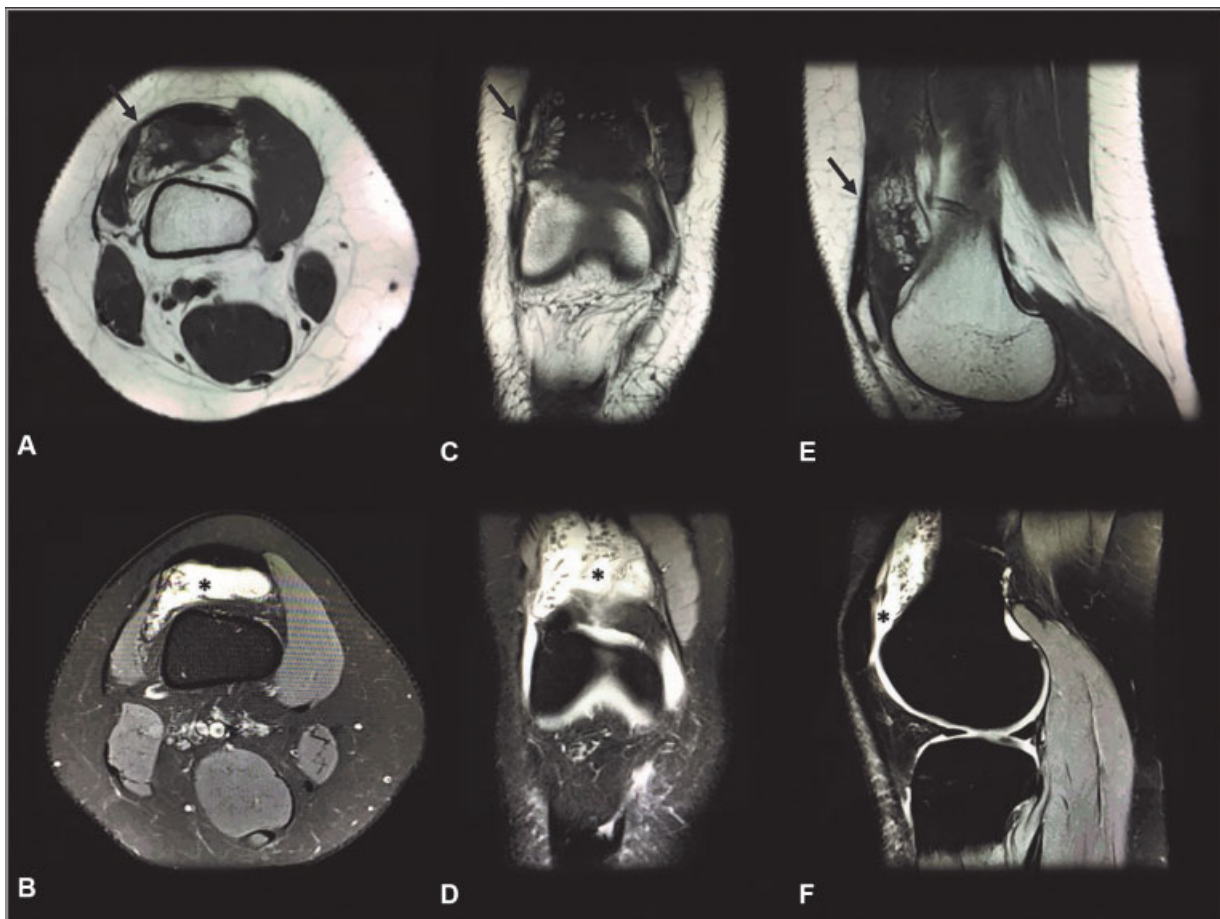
Ressonância magnética do joelho direito (caso 1): imagens superiores são axiais ponderadas em T1 (A), incidência coronal (C) e sagital (E) mostrando a massa (setas pretas) com intensidade semelhante à gordura subcutânea e múltiplas projeções vilosas sinoviais; imagens inferiores são axiais Densidade Protônica Saturada para Gordura (DP-SG) (B), incidências coronal (D) e sagital (F) mostrando alta intensidade (*) compatível com um tumor lipomatoso.
